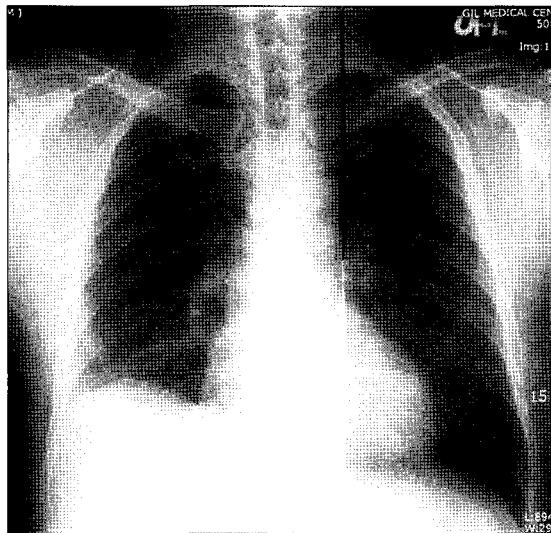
Chest X-ray showed elevated right diaphragm.
